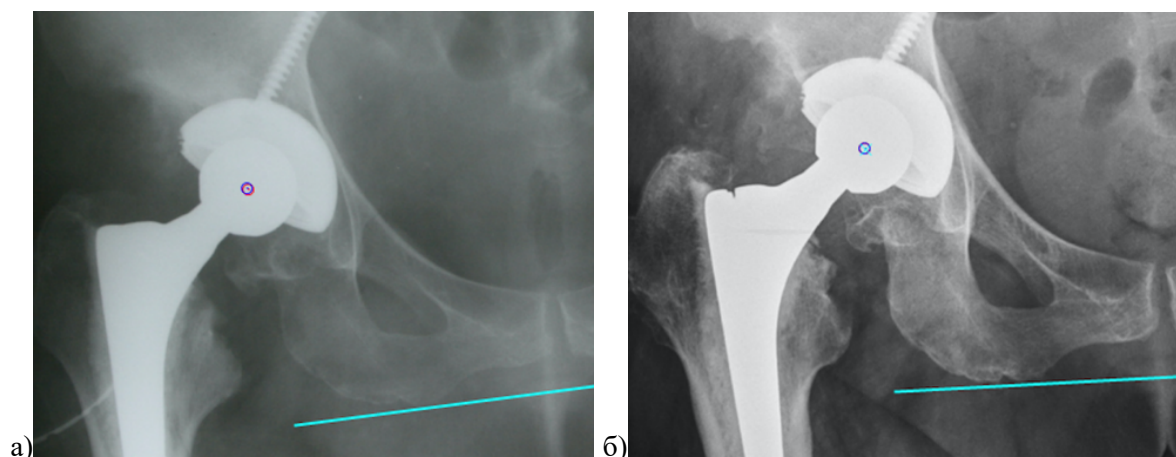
Определение величины линейного износа полиэтиленового вкладыша в программе MediCad: а – определение центра ротации головки относительно ВК на прямой рентгенограмме ТБС после операции; б – определение центра ротации головки относительно ВК на прямой рентгенограмме ТБС через 9 лет после операции; в – демонстрация расчета величины и направления линейного износа полиэтилена; г – протокол расчетов компьютерной программы
